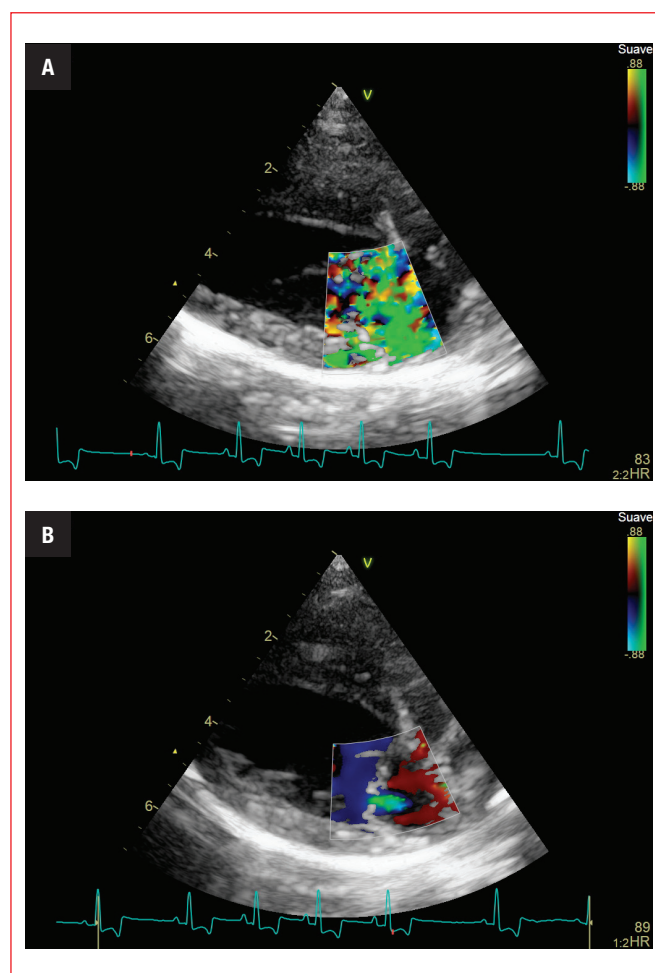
Modificación de la ganancia del color. Doppler color a nivel de la válvula mitral en un corte paraesternal derecho longitudinal 4 cámaras. En la imagen (A) se puede observar una leve insuficiencia en la válvula mitral. En la imagen (B) se ha aumentado mucho la ganancia y no se distingue la insuficiencia mitral (IM), además de que el color se superpone al tejido miocárdico.
